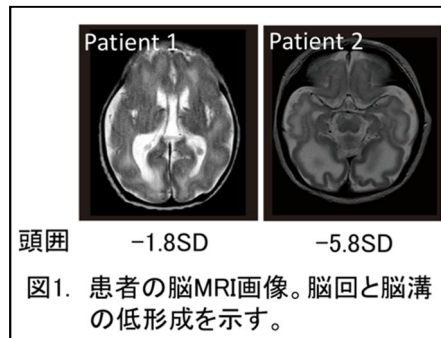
患者の脳MRI画像。脳回と脳溝の低形成を示す。
